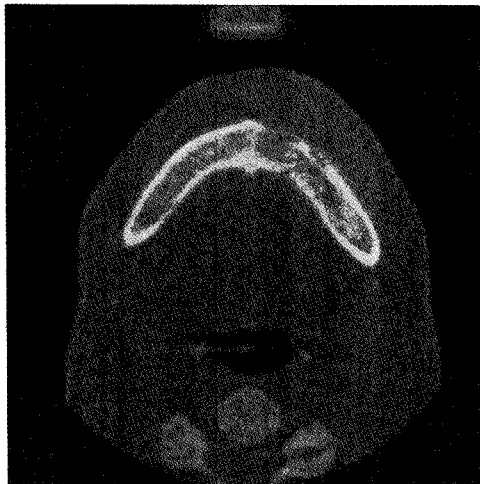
BRONJ환자의 컴퓨터 단층촬영 영상. 좌측 하악골체부의 불규칙적인 방사선 투과상과 불투과상의 불규칙적인 혼재양상을 보이고 주변 하악골의 경화상이 관찰된다.
